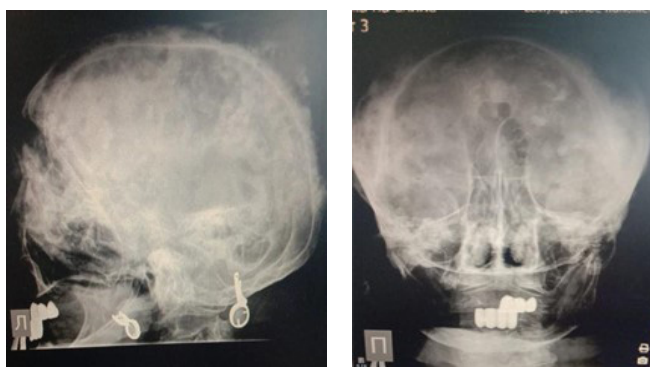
Рентгенограмма костей черепа в двух проекциях пациента с болезнью Педжета
